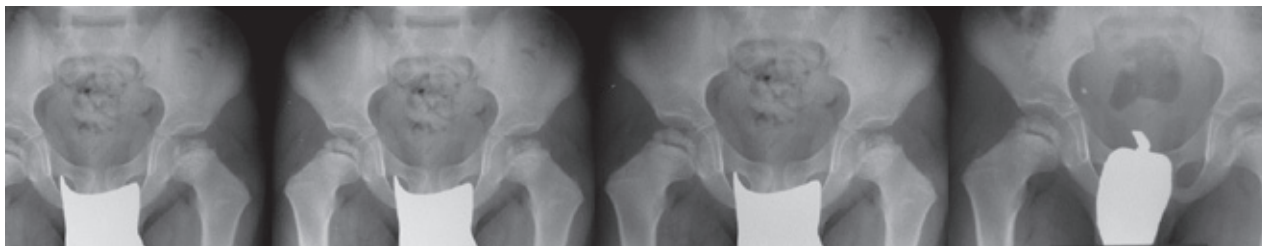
Radiographs of a child with Meyer's dysplasia of bilateral hips, from the age of 4, 2 months to 5 years (follow-up 10 months only). Note the small and irregular epiphyses with radiolucent lesions on both sides
